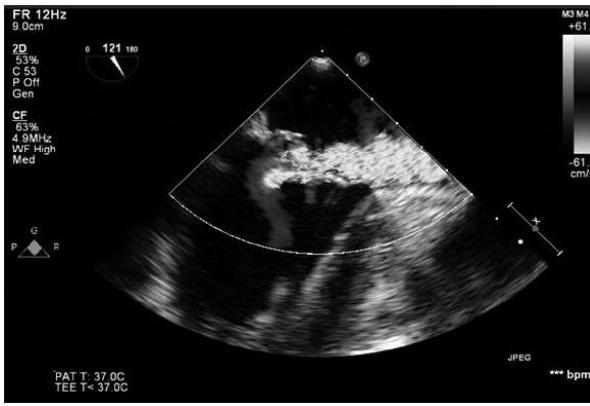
経食道心エコー図(TEE)(2015/12/11 16:11)
